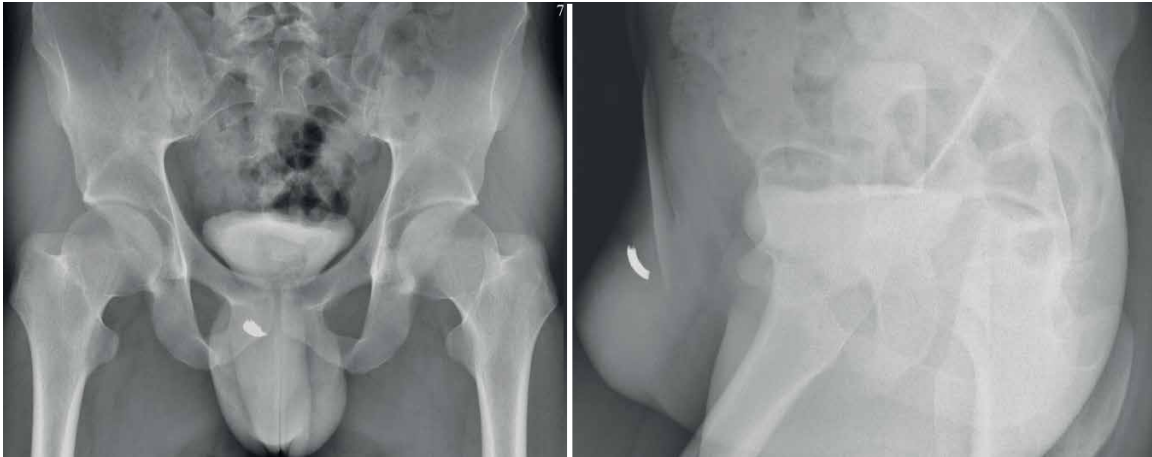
Обзорная рентгенография таза
